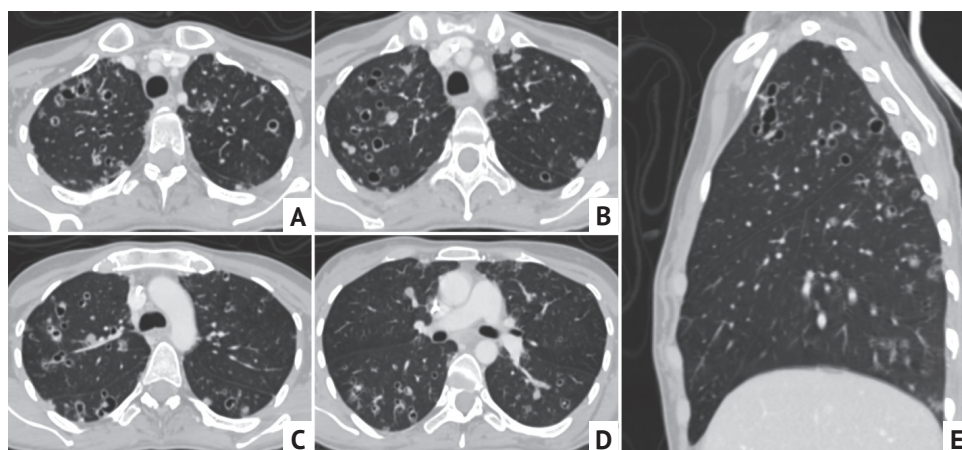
Пациентка 35 лет, компьютерная томограмма органов грудной клетки в аксиальной (A–D) и сагиттальной (E) проекциях. Кавитирующие метастазы саркомы яичника. В обоих легких, более в верхних отделах — множественные мелкие тонкостенные полости и очаги распада округлой формы с четкими контурами. Инфильтраты и крупные полости отсутствуют
